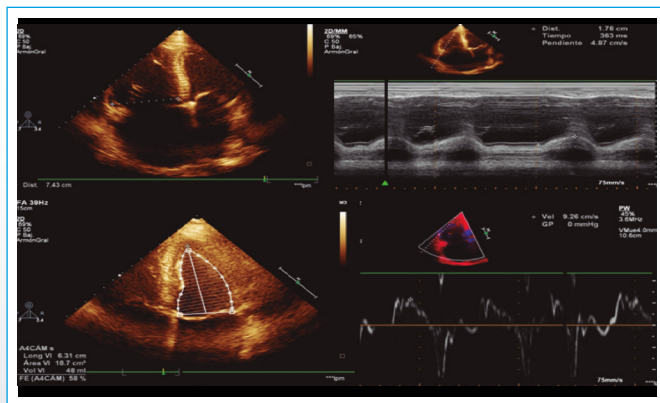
Ecocardiografía transtorácica. Arriba a la izquierda, plano apical de cuatro cámaras en diástole; arriba a la derecha modo M del anillo tricúspide; abajo a la izquierda plano apical cuatro cámaras en sístole; abajo a la derecha, Doppler tisular de la pared lateral del ventrículo derecho. Se observa función sistólica ventricular izquierda conservada (FEV 58%) y un ventrículo derecho dilatado (DTD basal 74 mm) con función sistólica levemente deprimida frente a limitrofe
